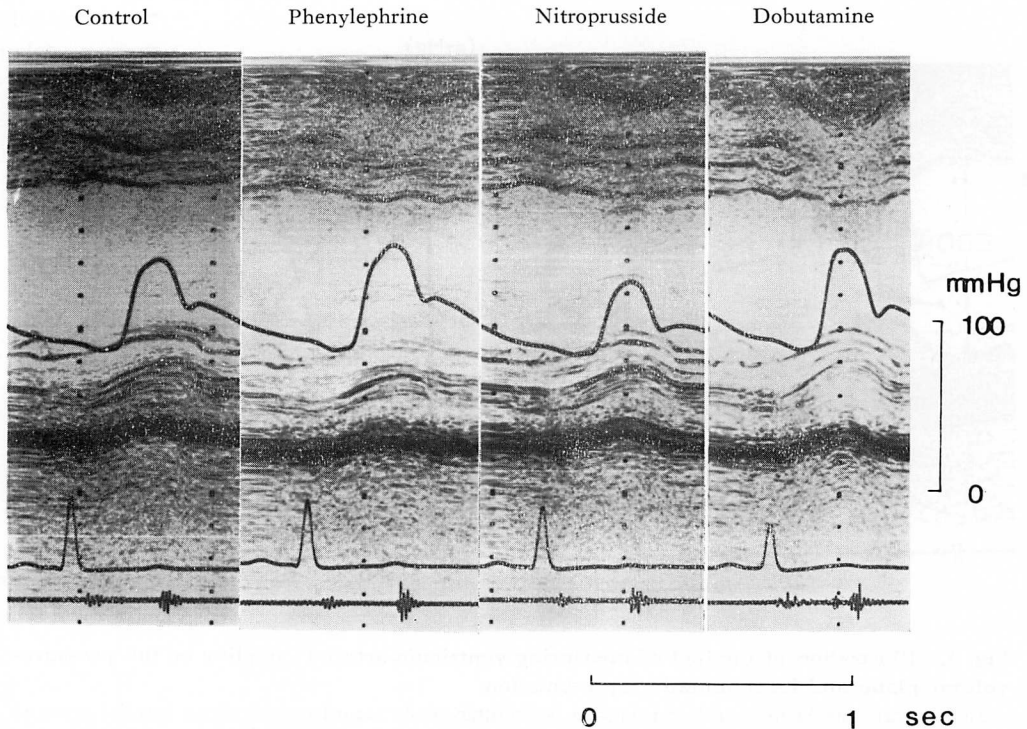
Left ventricular M-mode echocardiograms in the control state and during the administrations of phenylephrine, nitroprusside or dobutamine (Case 9: 54-year-old man).
